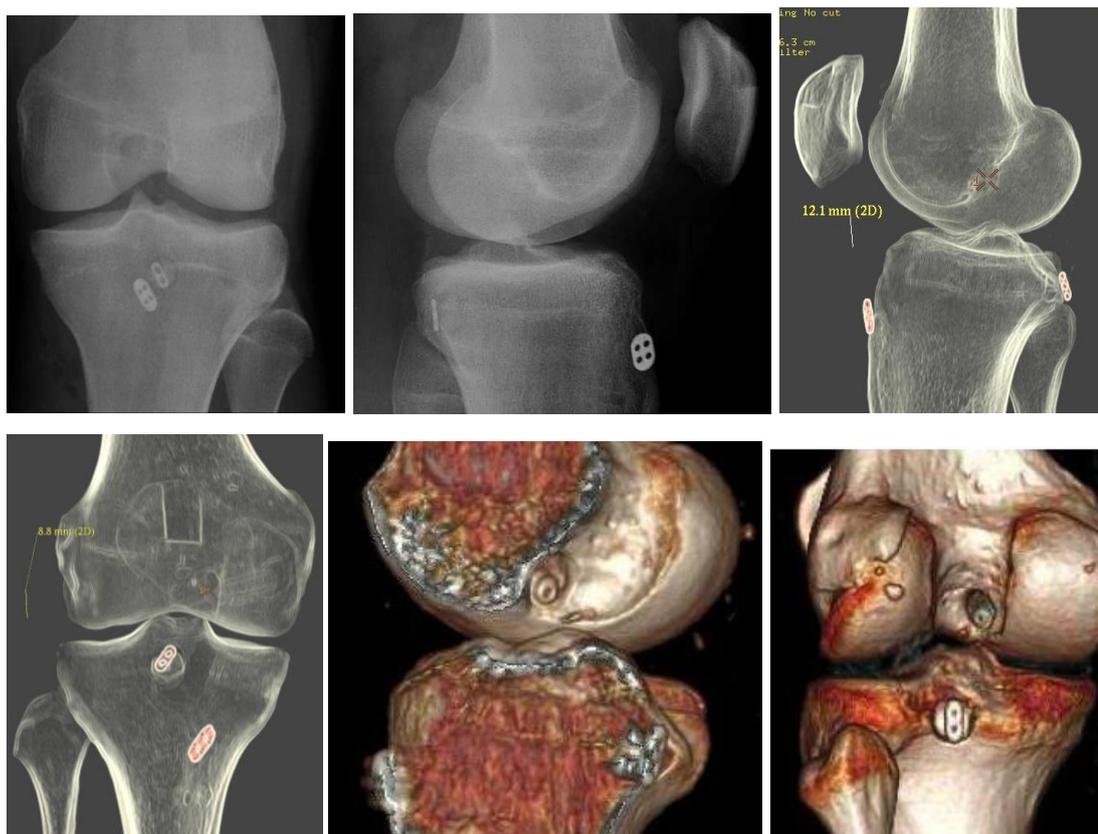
Рентгенография и КТ коленного сустава на следующий день после восстановления ЗКС
